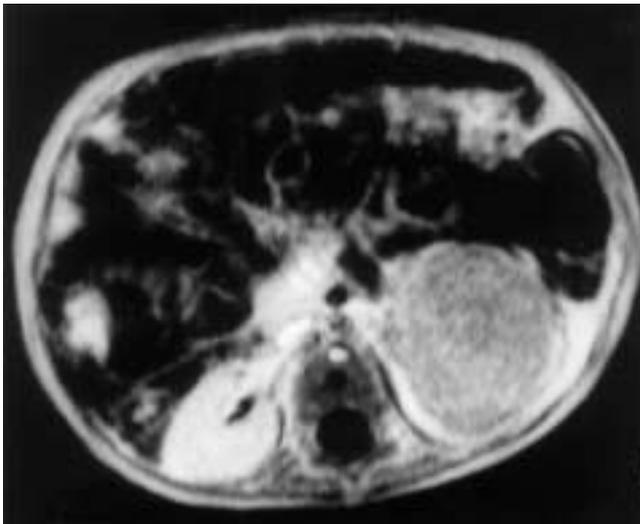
Aspecto del tumor en una imagen de resonancia magnética. (Corte transversal.)
